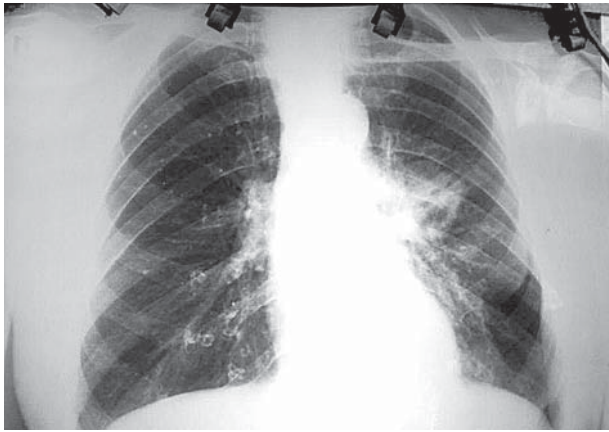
Рентгенограмма органов грудной полости от 13.03.2013 г. В S_{VI} левого легкого неправильной формы с неравномерной толщиной стенками полость распада 2,0 на 2,5 см, связанная с корнем легкого. Структурность корня снижена
